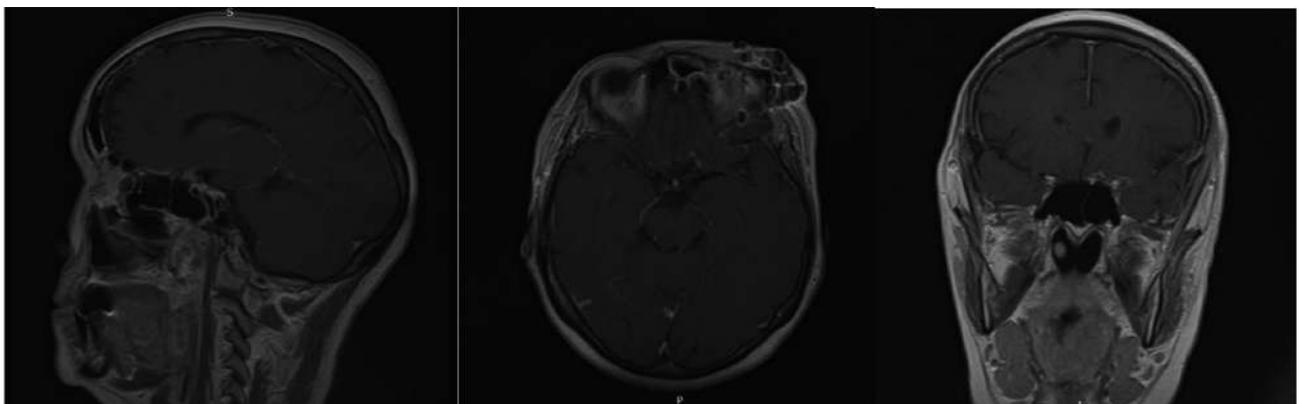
МРТ пациентки через 1 месяц после операции. Отсутствие участков накопления контрастного вещества свидетельствует о totalном удалении опухоли
